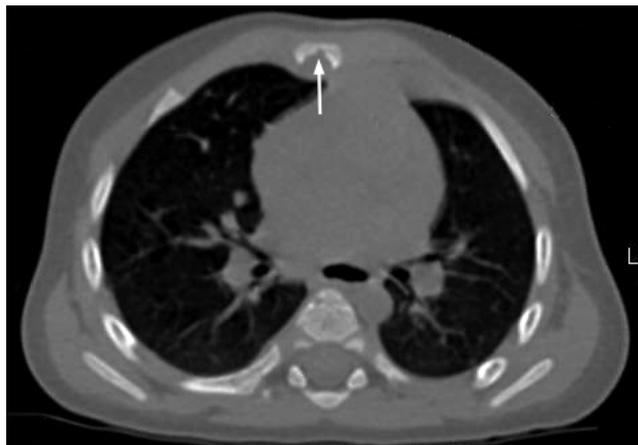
МСКТ органов грудной полости, аксиальная проекция, костный режим. Визуализируется поражение задней замыкательной пластинки
